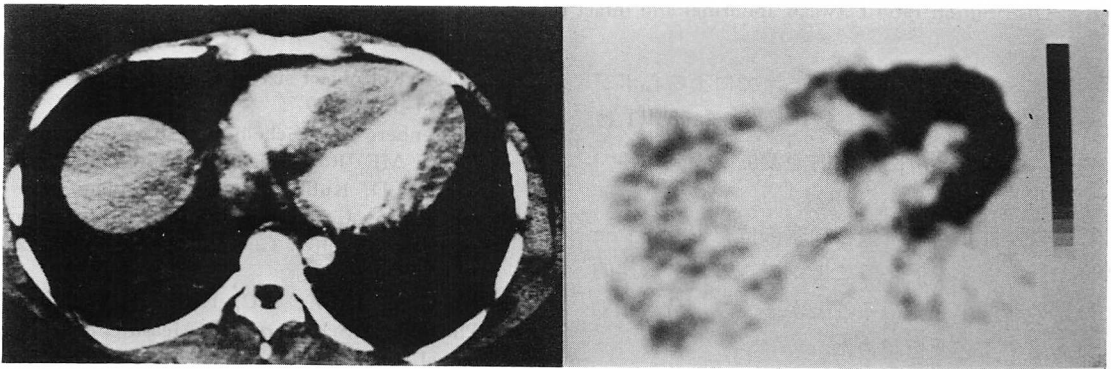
Enhanced CT image and PET image of a case of hypertrophic cardiomyopathy.
